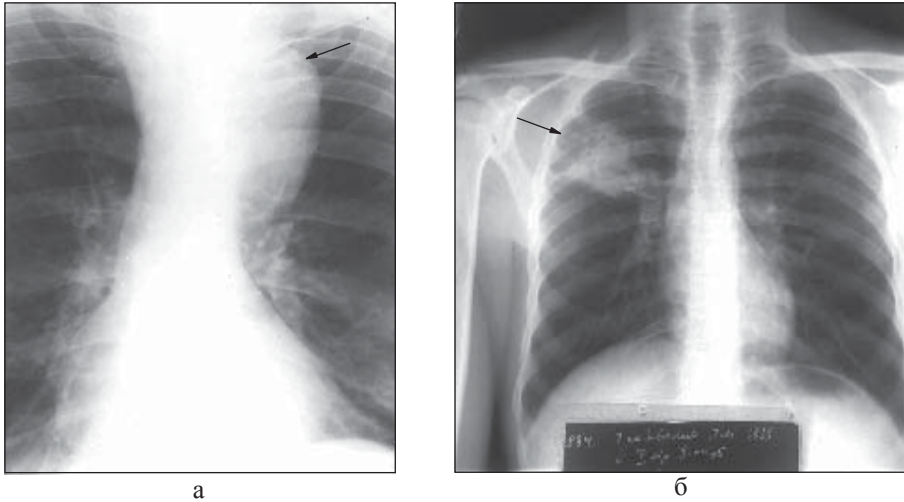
Оглядові рентгенограми: а – центральний рак лівої легені; б – периферичний рак правої легені.
